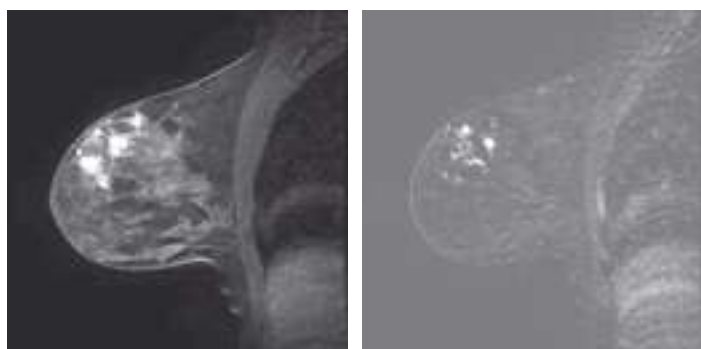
IRM mammaire avec injection sans (3a) et avec soustraction (3b) : prise de contraste régionale avec deux éléments nodulaires postéro-supérieurs de 5 et 6 mm.
